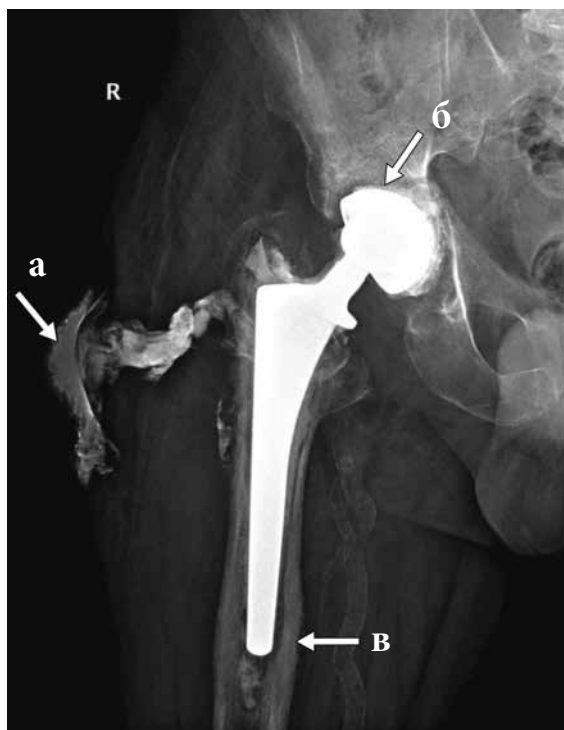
Прямая (переднезадняя) рентгенограмма правого тазобедренного сустава. Фистулография: а – свищевой ход; б – контактный остеоллиз на границе кость-имплантат; в – периостальная реакция
